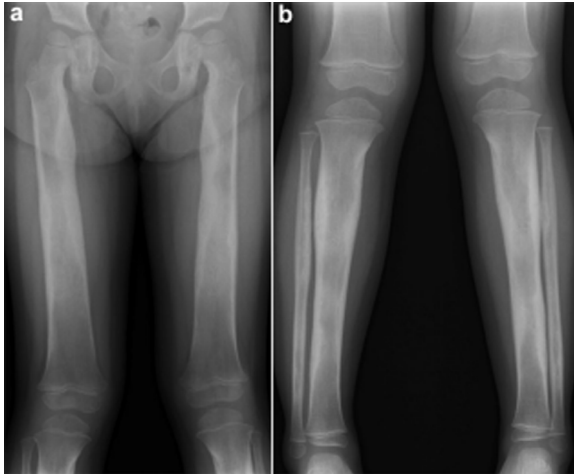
A e B — Menina de 3 anos com displasia diafisária (doença de Camurati-Engelmann). As radiografias mostram espessamento cortical com estreitamento medular dos ossos longos. Fonte: *A primer on skeletal dysplasias*.
